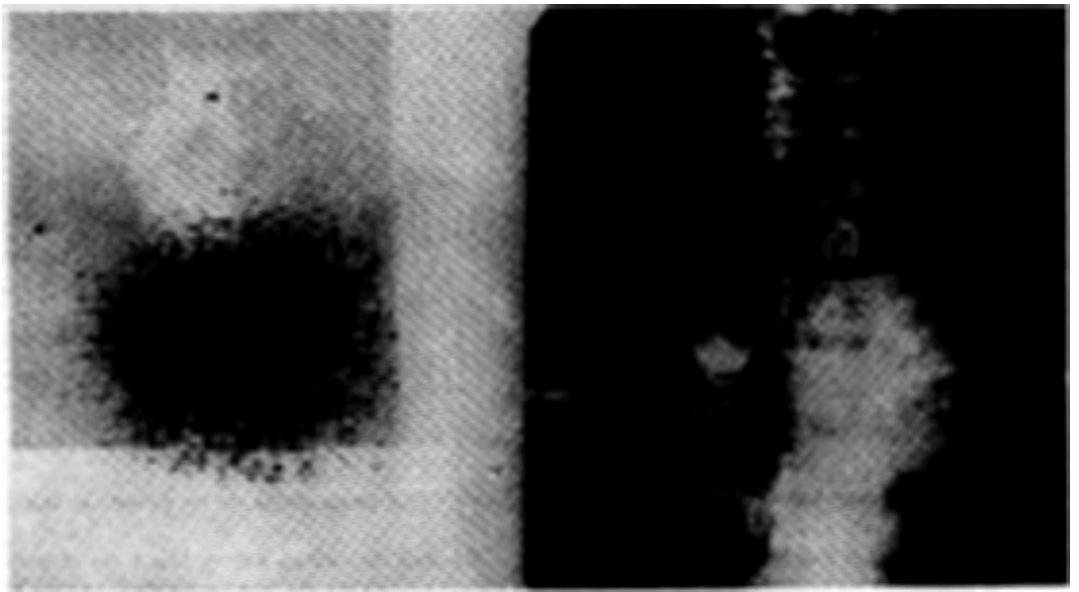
Comparación entre escintigrafía y linfografía en un caso correspondiente a un adenoma de lóbulo izquierdo. La punción proporcionó una más completa información sobre el tamaño y carácter del nódulo.
